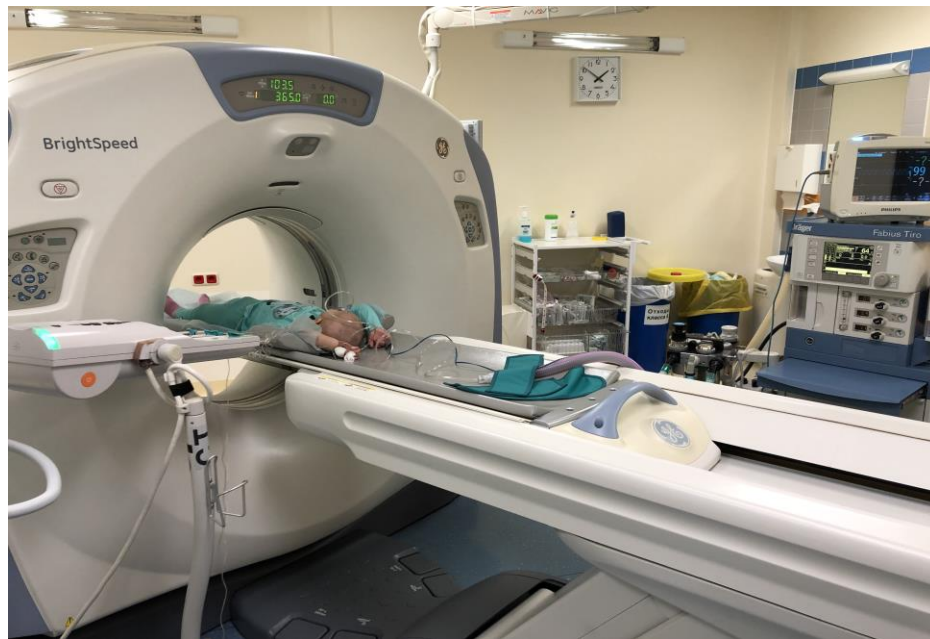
Компьютерный томограф «Brightspeed 16»
